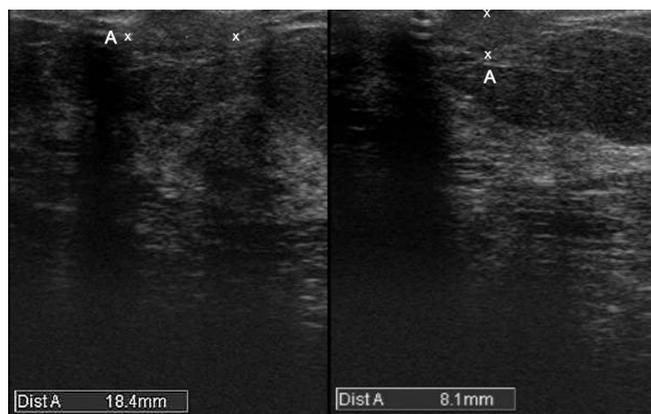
Ecografía mamaria izquierda: lesión cutánea con engrosamiento dérmico.
